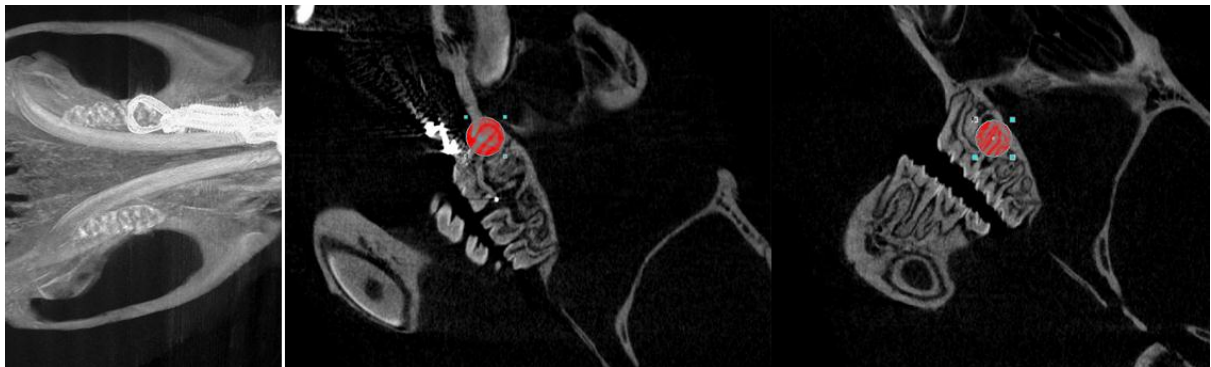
Mensuração do movimento dentário através do software Image Pro^R-Plus A- Nas imagens reconstruídas. B- Nas radiografias micro CT.
